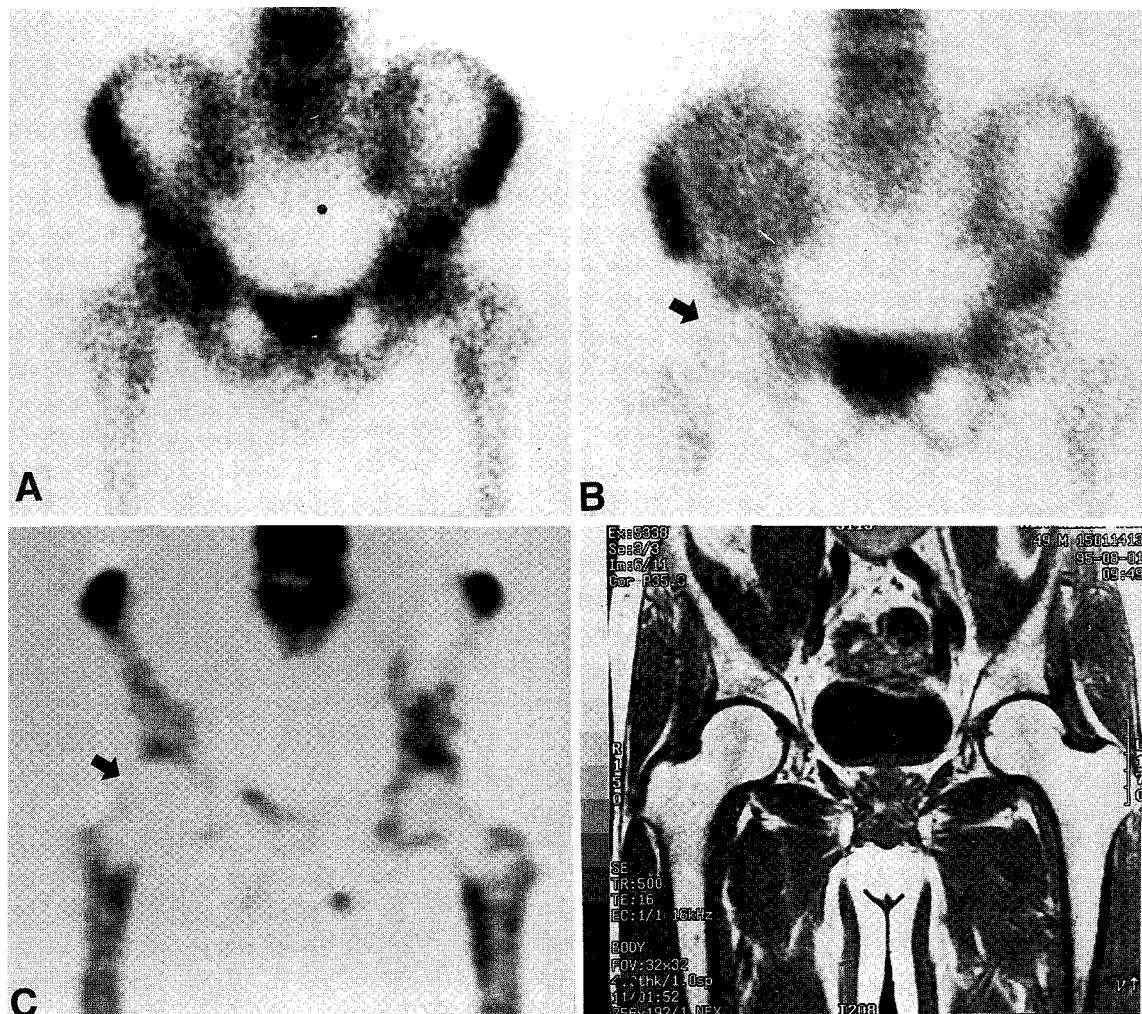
A 49-year-old man with right hip pain, 15 days after kidney transplantatin: A&B. Follow-up bone scan shows asymmetrically decreased activity of the right femoral head(arrow). C. Definite cold area(arrow) without surrounding reactive change on SPECT. D. Follow-up MRI, 4 days after bone scan shows no evidence of AVN of both femoral heads.
